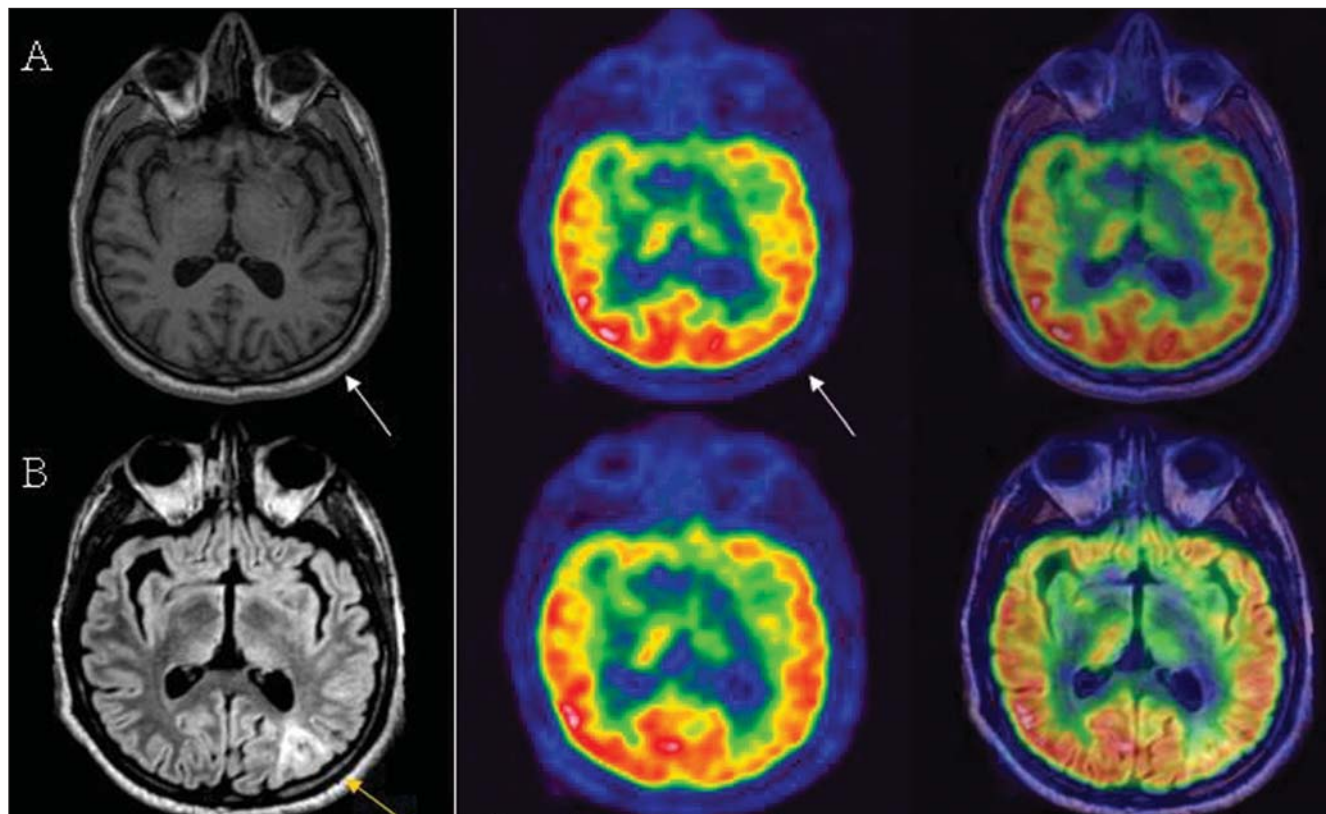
Paciente G.M.R., 30 anos de idade, portador de epilepsia refratária a tratamento medicamentoso. Na linha A percebe-se discreta hipocaptção no lobo occipitoparietal à esquerda, sem alterações na sequência pesada em T1 (setas brancas). Na sequência FLAIR (linha B) nota-se espessamento cortical associado a um hipersinal, compatível com displasia cortical (seta amarela). Este paciente foi operado e encontra-se livre de crises.
